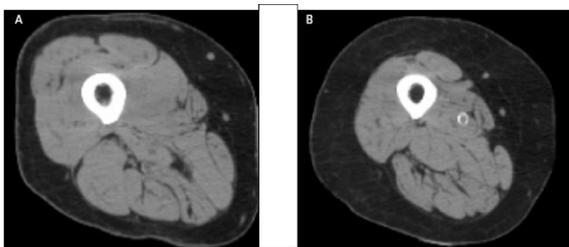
Mid-thigh CT scans of a 72 year old woman: A) without sarcopenia, and B) with sarcopenia. Both women are community dwelling, with a body mass index of 25 kg/m²
